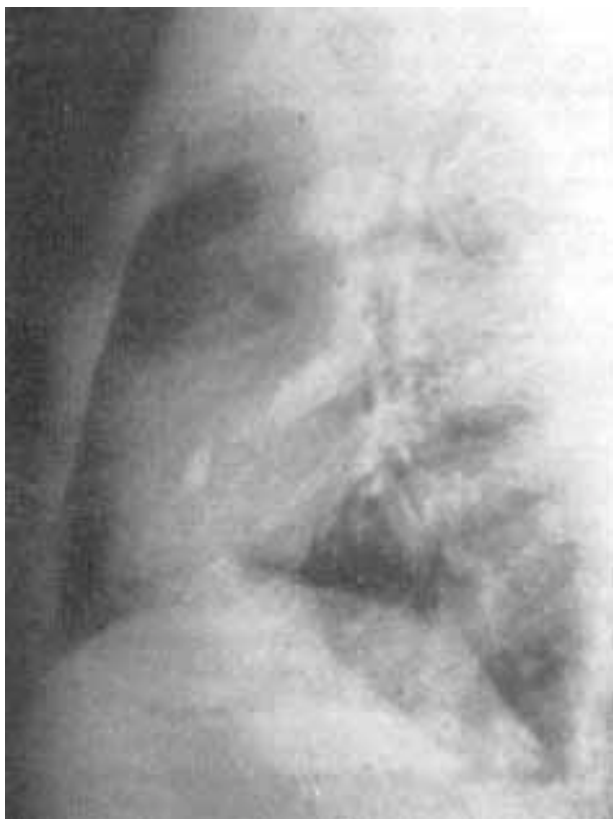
Radiografia de tórax revelando o projétil na área cardíaca.
